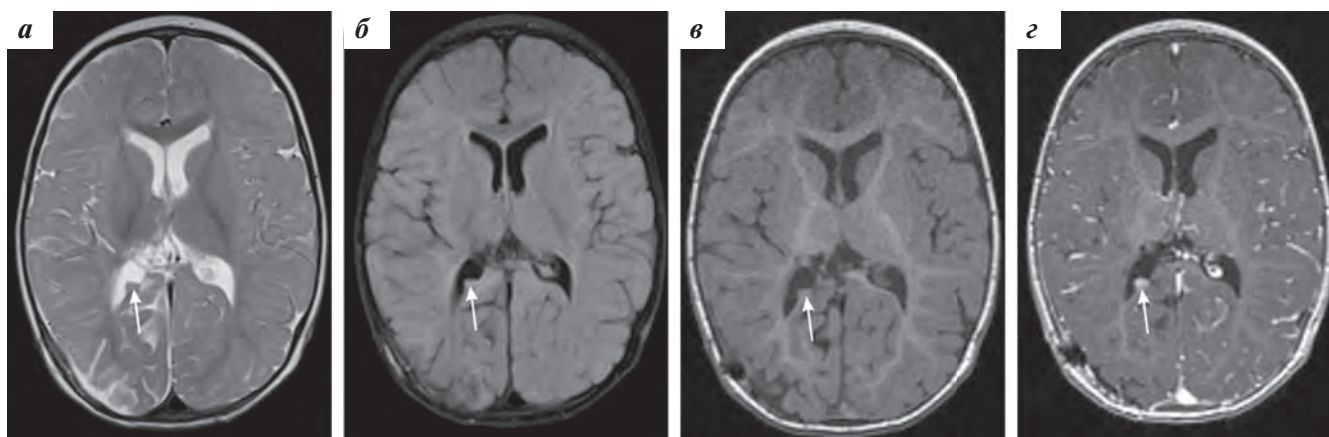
Послеоперационная МРТ головного мозга с контрастным усилением. На аксиальных изображениях по медиальной стенке заднего рога правого бокового желудочка определяется остаточный узел образования, размерами $4,6 \times 4,1 \times 3,0$ мм, гипоинтенсивный на T2-ВИ, пролабирующий в просвет желудочка: а — T2-ВИ; б — FLAIR; в — T1-ВИ. На постконтрастных T1-ВИ определяется выраженное повышение МР-сигнала от образования (г)
